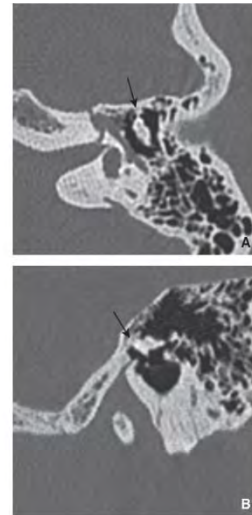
Fijación de la cabeza del martillo. Cortes de TC axial (A) sagital y oblicuo (B): puente óseo (flechas) que fija la cabeza del martillo a la pared anterior del epítimpano. Tomado de: Rubin F, Lacan A, Halimi P, Bonfils P. Otosclerosis. EMC (2017)
